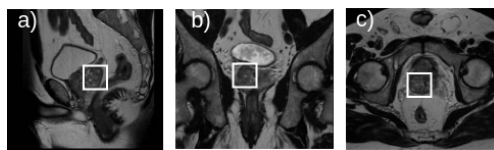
Three different orientations: a) sagittal, b) coronal, c) axial in T2W MRI.
